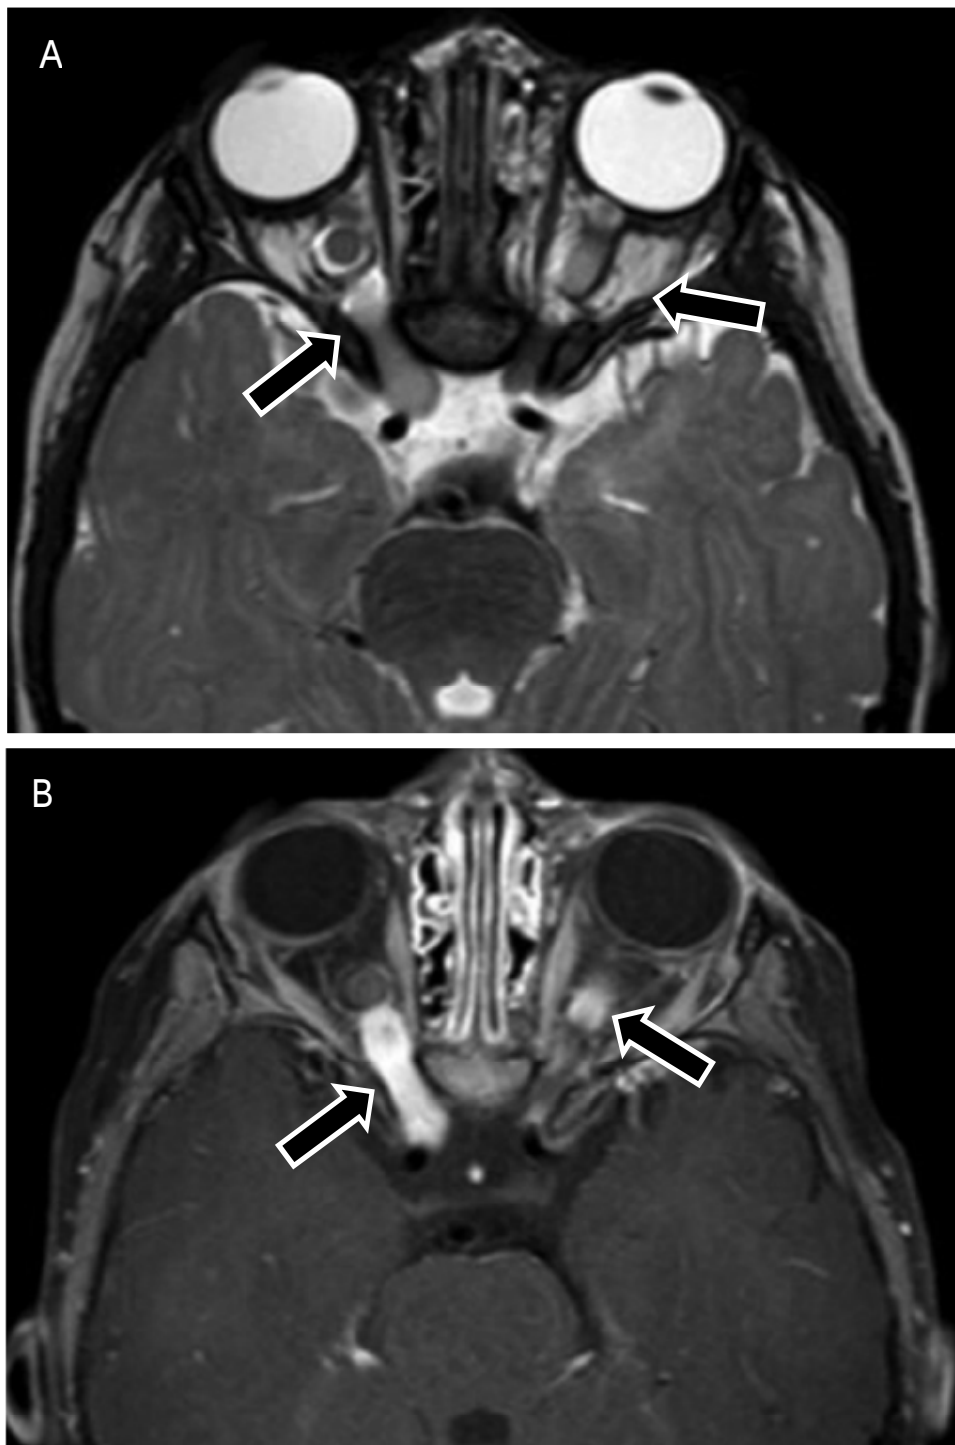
IRM cérébrale coupes axiales montrent (A) T2 élargissement bilatéral des nerfs optiques dans leurs segments pré-chiasmatiques et intra orbitaires ; (B) T1 avec suppression de la graisse et après injection de gadolinium, montre une prise de contraste de 2 nerfs optiques [19]
